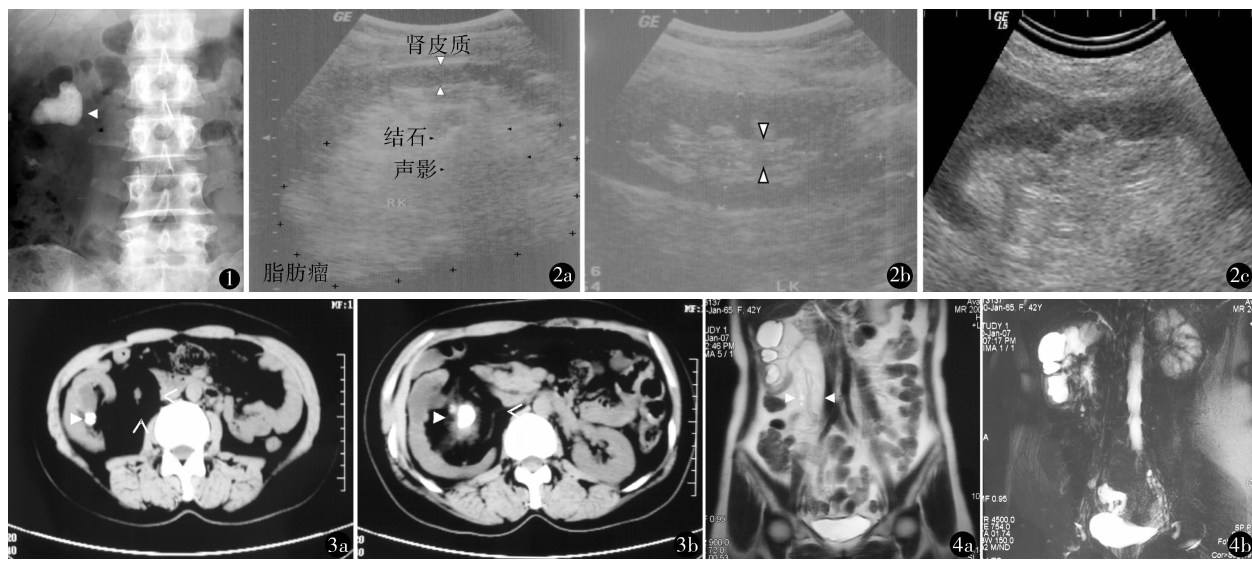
例 1 KUB 示右肾不全铸型结石,箭头所示为结石 图 2 例 1 B 超 a. 右肾,“▲”强回声伴声影的结石,“+”高回声的肾窦脂肪瘤向肾周扩展,“△”右肾实质较左肾明显萎缩;b. 正常左肾皮质;c. 术后半年复查见右侧肾窦增生脂肪较前无明显变化 图 3 CT a. 例 1 结石(▲),肾实质较薄,肾窦及上段输尿管周围可见增生脂肪组织(△);b. 例 2 结石及增生的肾窦脂肪组织(CT 值 -76 HU) 图 4 例 1 MRI a. 冠状位 T<sub>2</sub> 加权像可见右侧肾影增大,肾盂扩张,肾窦及上段输尿管周围可见混杂高信号的脂肪组织(白色箭头所示);b. 抑脂像呈低信号
